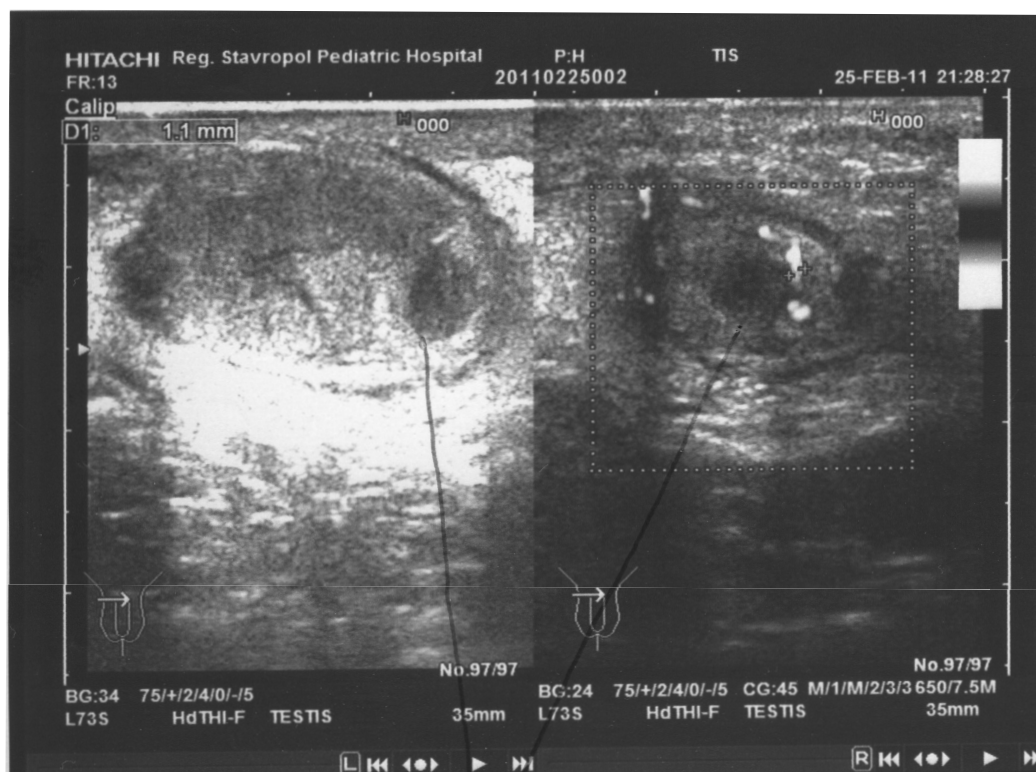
Больной К., 4 мес. Диагноз: перекрут левого яичка. УЗИ. Анохогенная васкулярная зона в паренхиме левого яичка (указана стрелкой)
